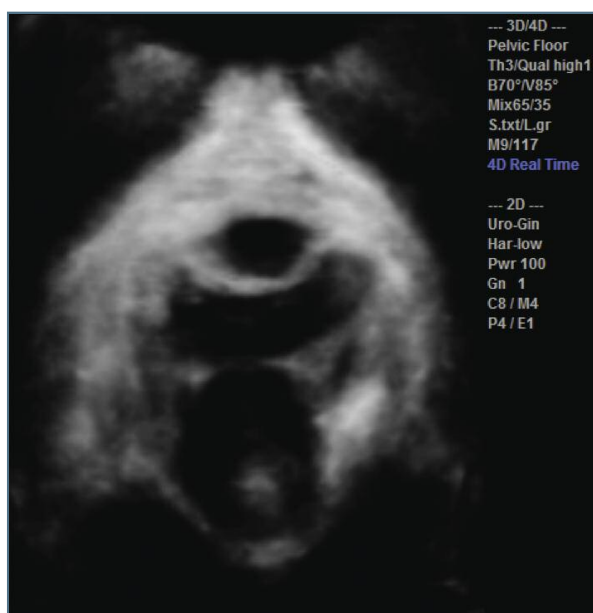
Ecografia. Imagem de reconstrução 3D de *mini-sling* suburetral normoposicionado
